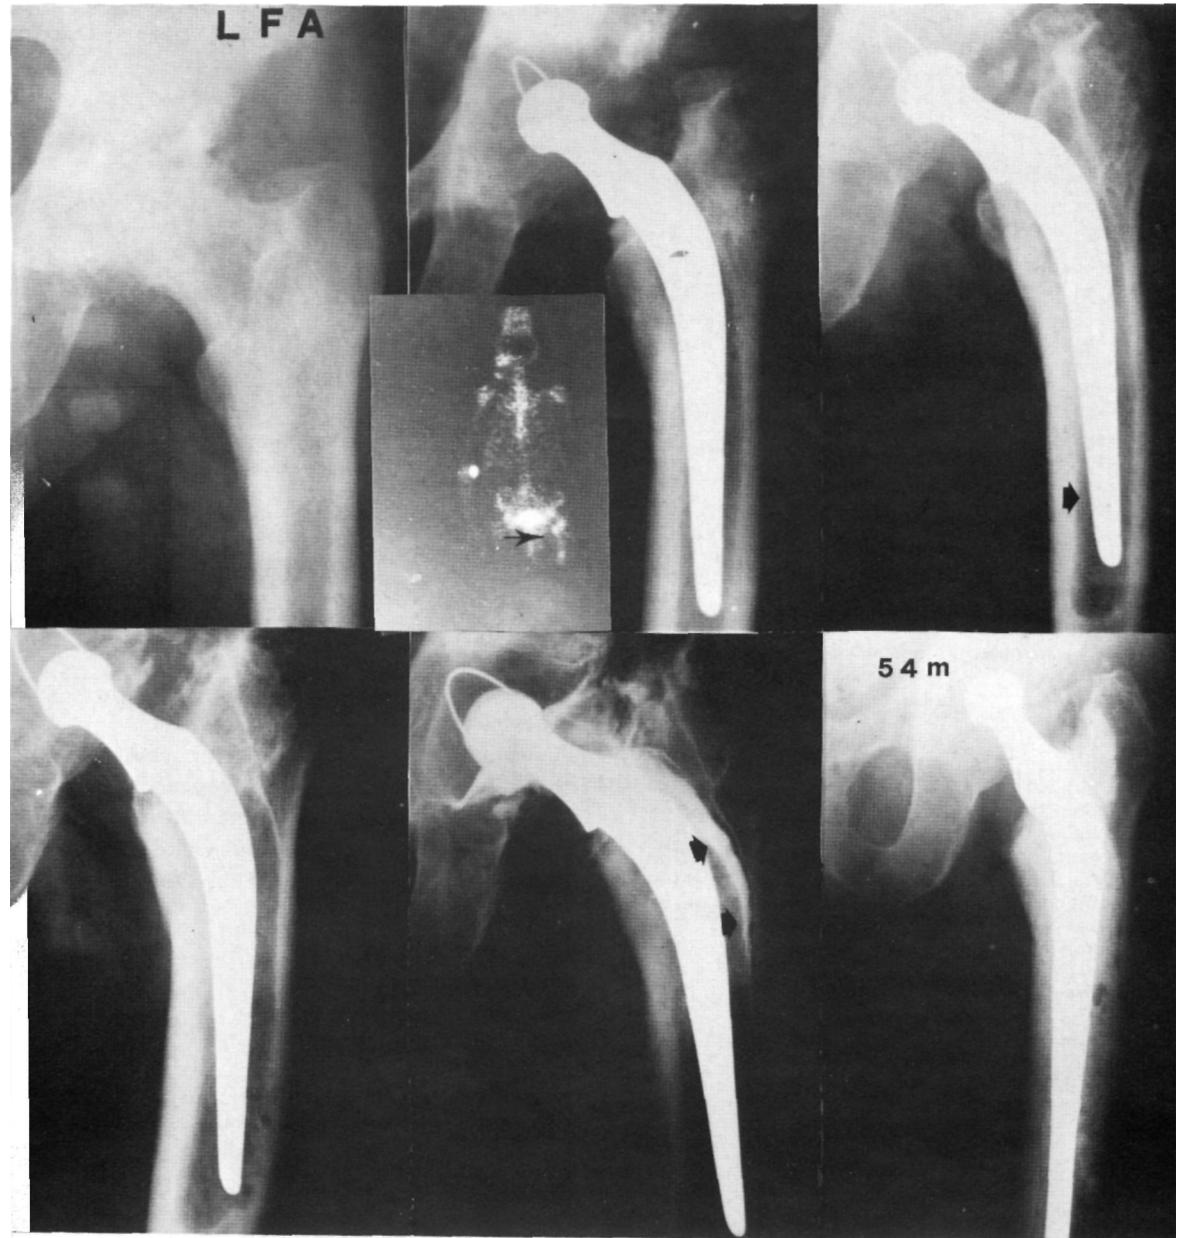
Paciente con Artroplastia de Charnley izquierda. La gammagrafía permaneció con aumento de captación a nivel del tercio superior femoral. Posteriormente la movilización del vástago se hizo evidente tanto en las radiografías standard como en la artrografía. Se reimplantó un vástago extralargo recementado.
